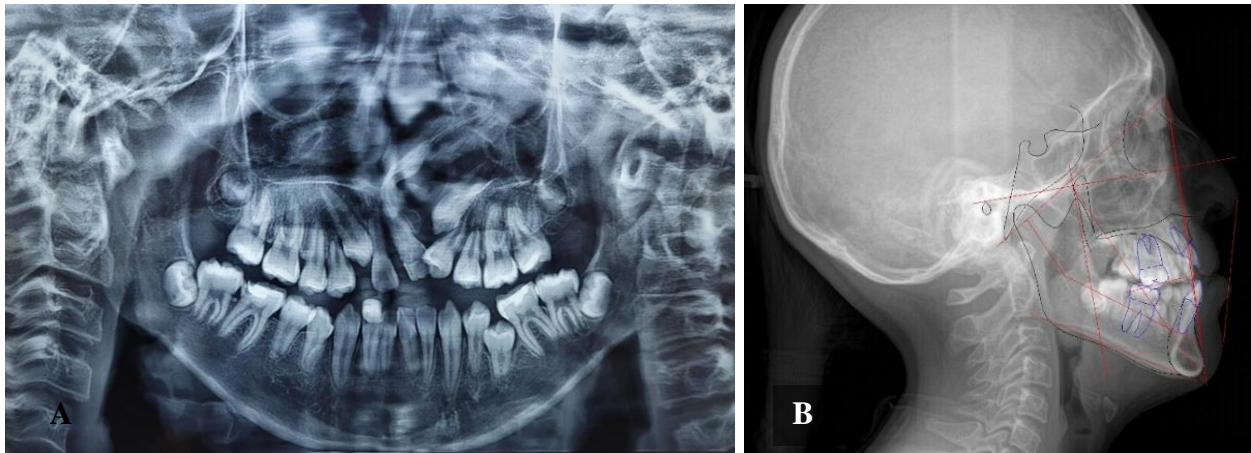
A. Radiografía panorámica. B. cefálica lateral del cráneo, con medidas lineales y angulares.
